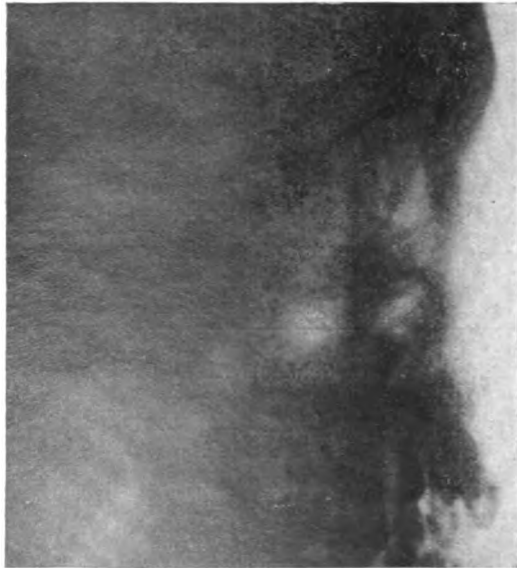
Röntgenbild des Schädels eines mongoloiden Knaben. W. T. M.
